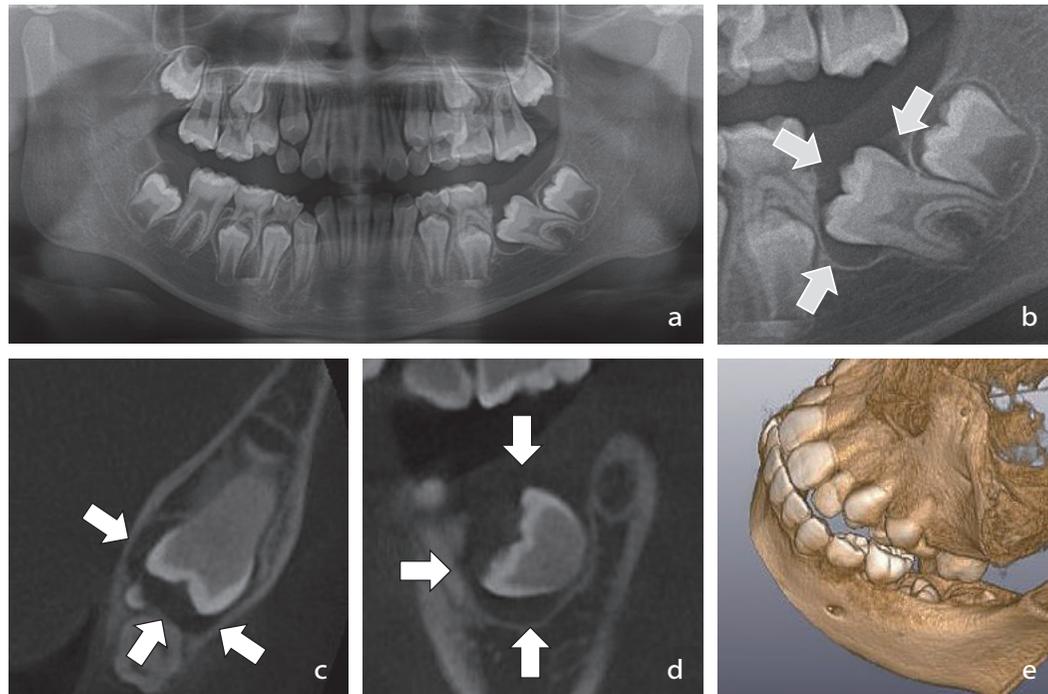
(a) 初診時パノラマエックス線写真および (b) 下顎右側第一大臼歯部の拡大図。(c～e) CBCT画像
